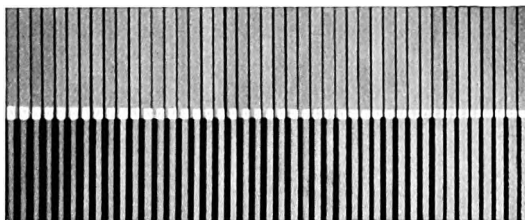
Röntgenaufnahme vom stillstehenden Raster der Buckyblende ( $\frac{1}{2}$  natürl. Größe). Oben mit richtig zentriertem Fokus, unten mit um 3,2 cm seitlich verlagertem Fokus.
